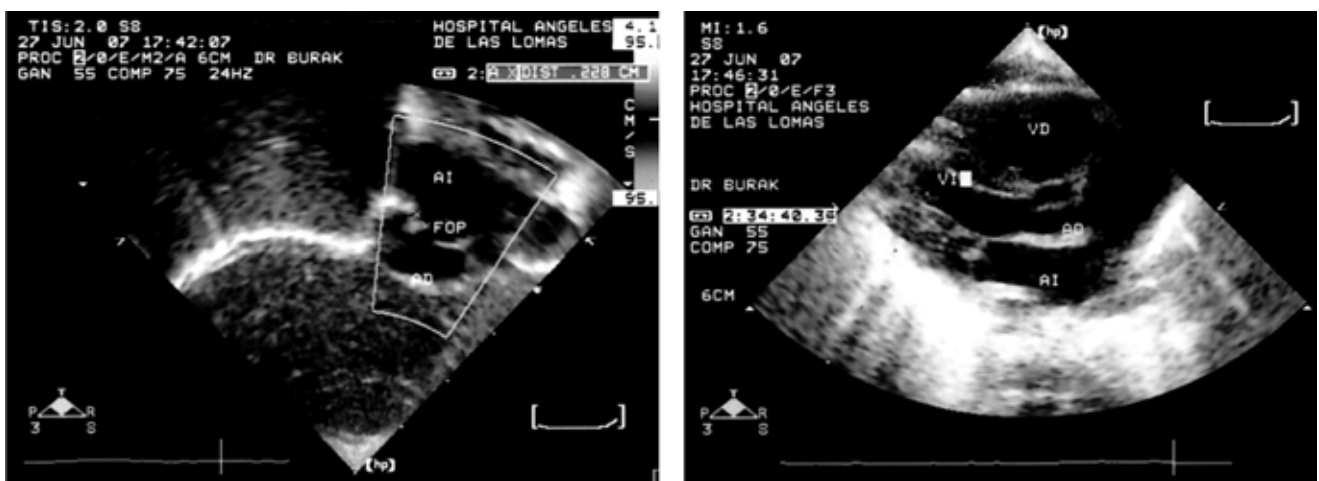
Izquierda: Ecocardiograma Doppler con un corte subcostal en donde se ve un foramen ovale permeable y aneurisma en el septum intersticial. Derecha: Ecocardiografía Doppler con un corte apical de 4 cámaras en donde se observó una insuficiencia tricuspídea leve.
